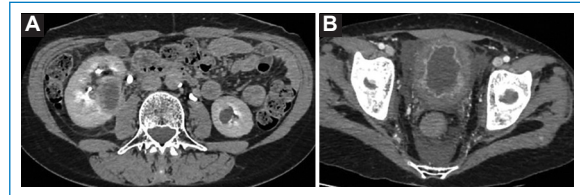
TC de abdomen y pelvis con contraste, en planos axiales, que muestran una colección líquida de bordes definidos con realce periférico ubicada en la cara ventral del riñón derecho (A), y engrosamiento parietal irregular de la vejiga asociado a estratificación de los planos grasos circundantes y líquido libre en la cavidad pélvica (B).
